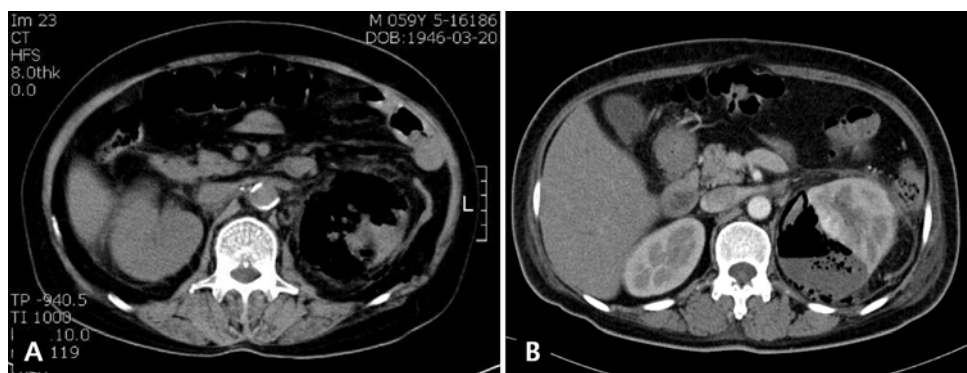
Abdominal CT findings in patients with emphysematous pyelonephritis. (A) Type 1 emphysematous pyelonephritis from 59-year old female shows the renal parenchymal necrosis and gas with absence of fluid content; (B) type 2 emphysematous pyelonephritis from 44-year old female shows the presence of renal fluid accompanied by a bubbly gas pattern.
